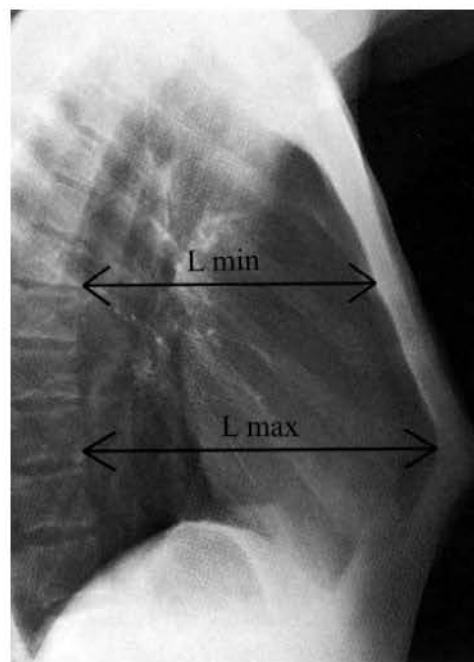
Рентгенограма грудної клітки в правій боковій проекції з позначеними відстанями вимірювання.
